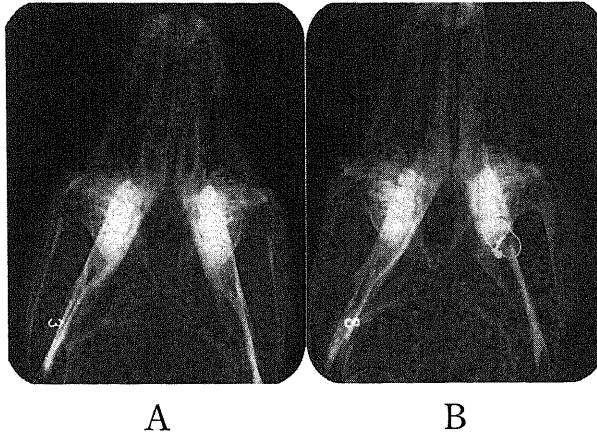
Axial X-ray photographs. (A) Preoperative. (B) Immediately after surgery. Although the mandible was bilaterally symmetrical in the preoperative stage, immediately after surgery the mandible was deviating to the right.
